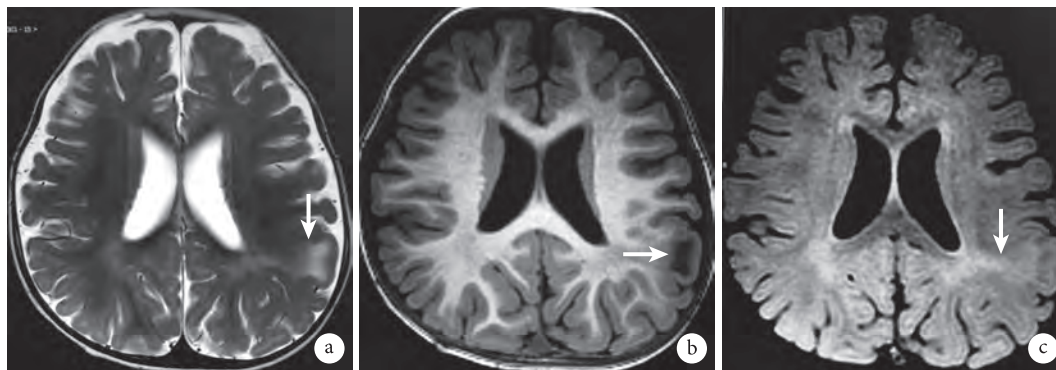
FCD II b型患儿术前高分辨MRI表现
